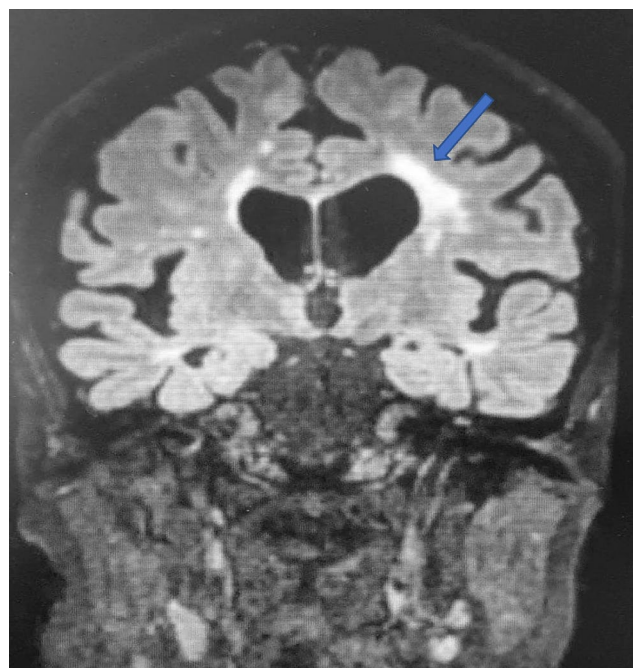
RMN: enfermedad desmielinizante.
